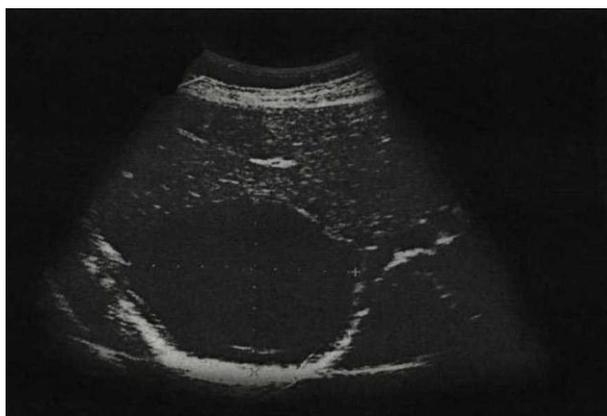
На УЗИ печени *echinococcus veterinorum* с наличием гиперэхогенного осадка
